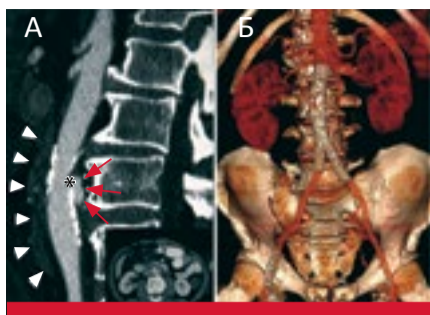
(А) КТ-ангиография (сагиттальная реконструкция). Типичная мешотчатая аневризма абдоминального отдела аорты. (Б) 3D-реконструкция КТ-изображения брюшного отдела аорты после вмешательства (анатомическое положение стент-графта)
